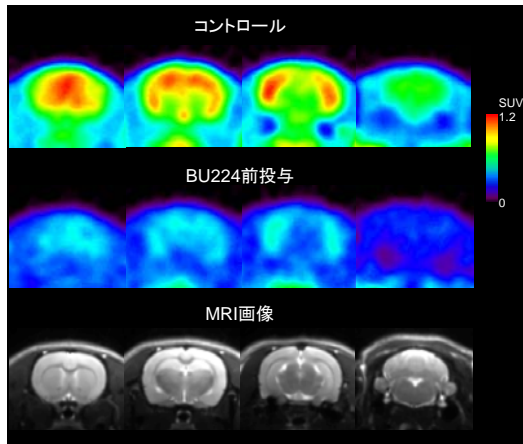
^{11}C FTIMD ラット脳 PET 及び MRI 画像
